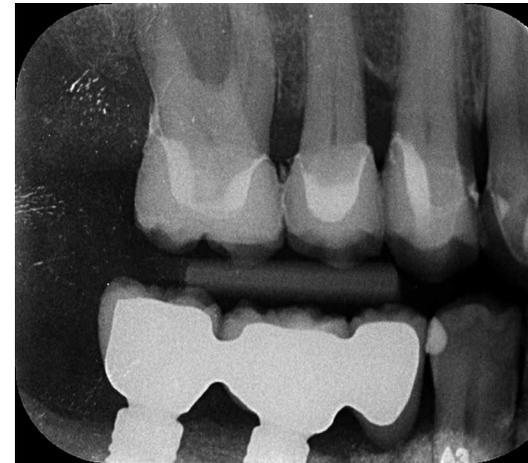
Die Röntgenkontrolle zeigt die implantologische und prothetische Neuversorgung auf der rechten Kieferseite, mit den Platzverhältnissen entsprechend günstigem Durchtrittsprofil der Brücke im vierten Quadranten.
